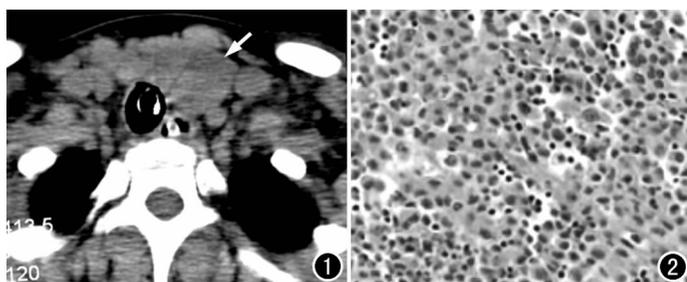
CT 平扫示左侧甲状腺内略低密度软组织肿块(箭), 边界欠清。图 2 光镜下示肿瘤细胞呈片巢状弥漫分布, 胞浆淡染、透亮, 核呈圆形、卵圆形或不规则形, 伴有皱褶、凹陷、扭曲和分叶, 部分可见明显的核沟纹, 肿瘤细胞间混杂有不等量的淋巴细胞和嗜酸性细胞。
